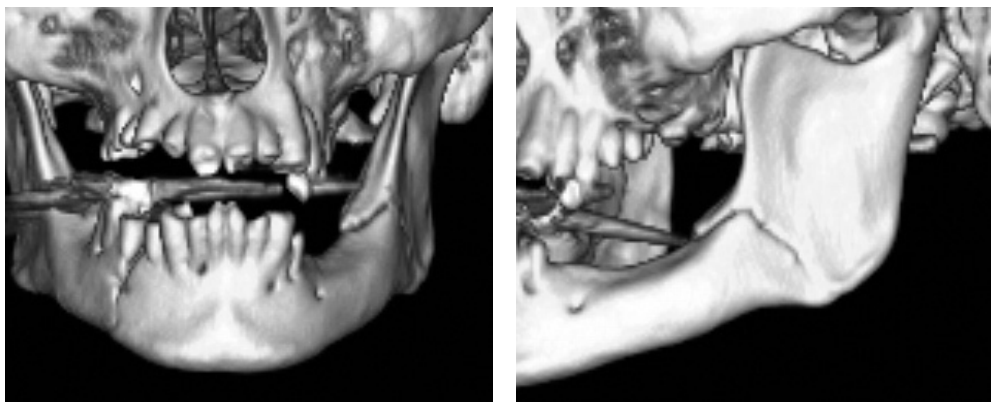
Компьютерная томограмма пациента П., 58 лет. Плоскостной перелом нижней челюсти в области ее угла слева со смещением.
